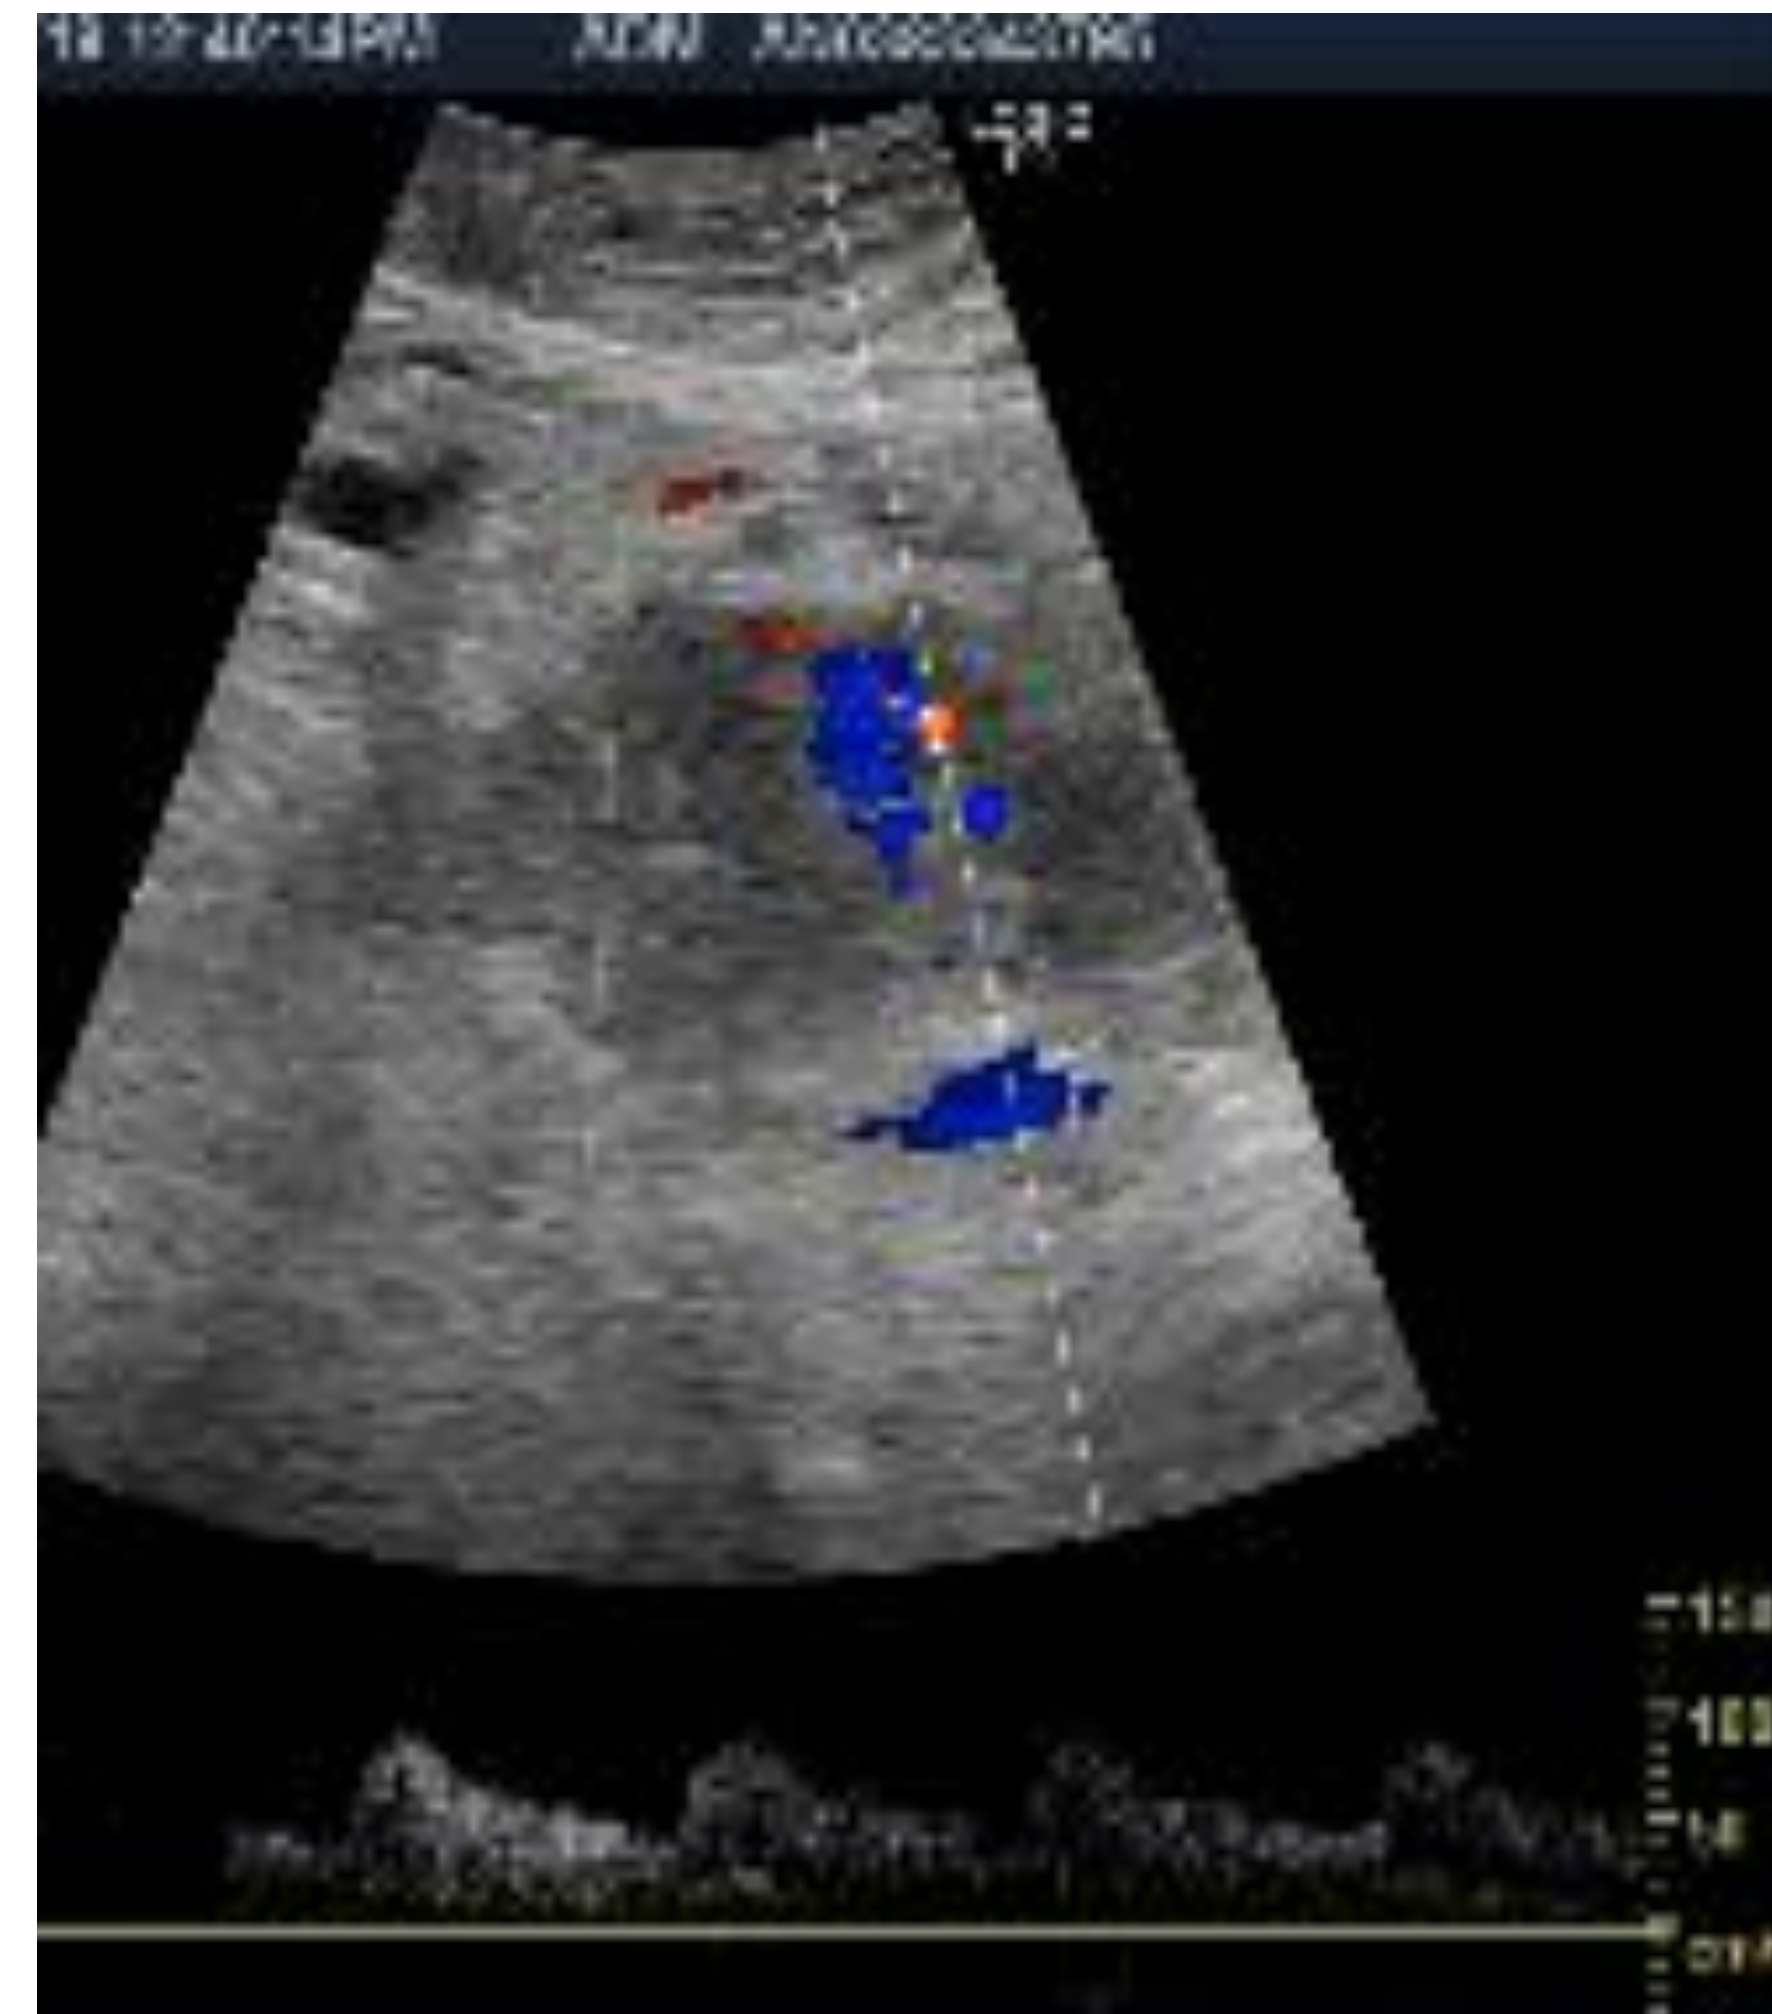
ecografía abdominal: masa sólida de 4.7 cm con vasos de baja resistencia en línea media centroabdominal.
